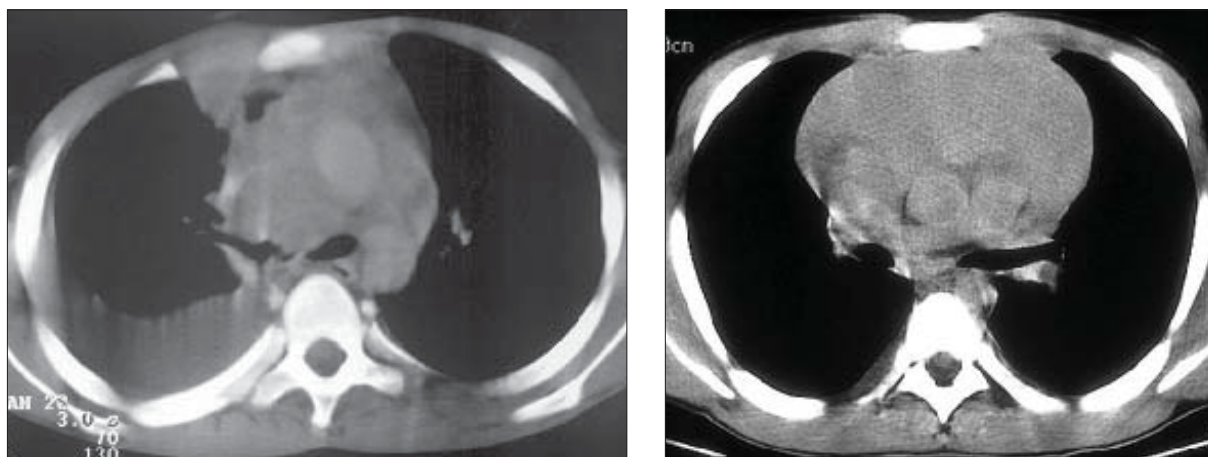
Timom. Secțiuni toracice axiale CT. Masă tisulară, cu structură inomogenă, cu câteva imagini hipodense placată pe aorta ascendentă și trunchiul pulmonarei cu efect de masă asupra acestor structuri, ce sunt basculate spre dorsal . Colecție pleurală dreaptă.
